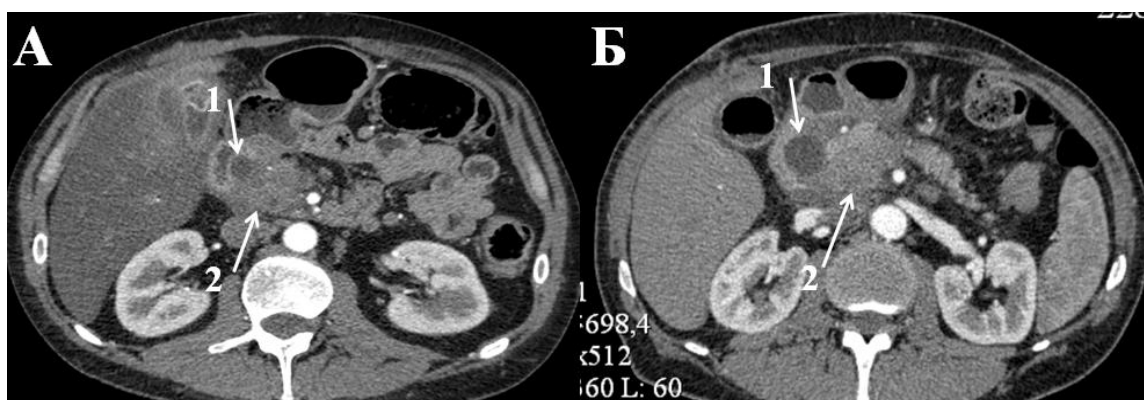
КТ, артериальная фаза контрастного усиления. А- пациент С\*, 43 лет, Б – пациент Д\*, 53 лет. 1 – киста в проекции стенки ДПК, 2 - зона с нечеткими контурами и неоднородными денситометрическими характеристиками
